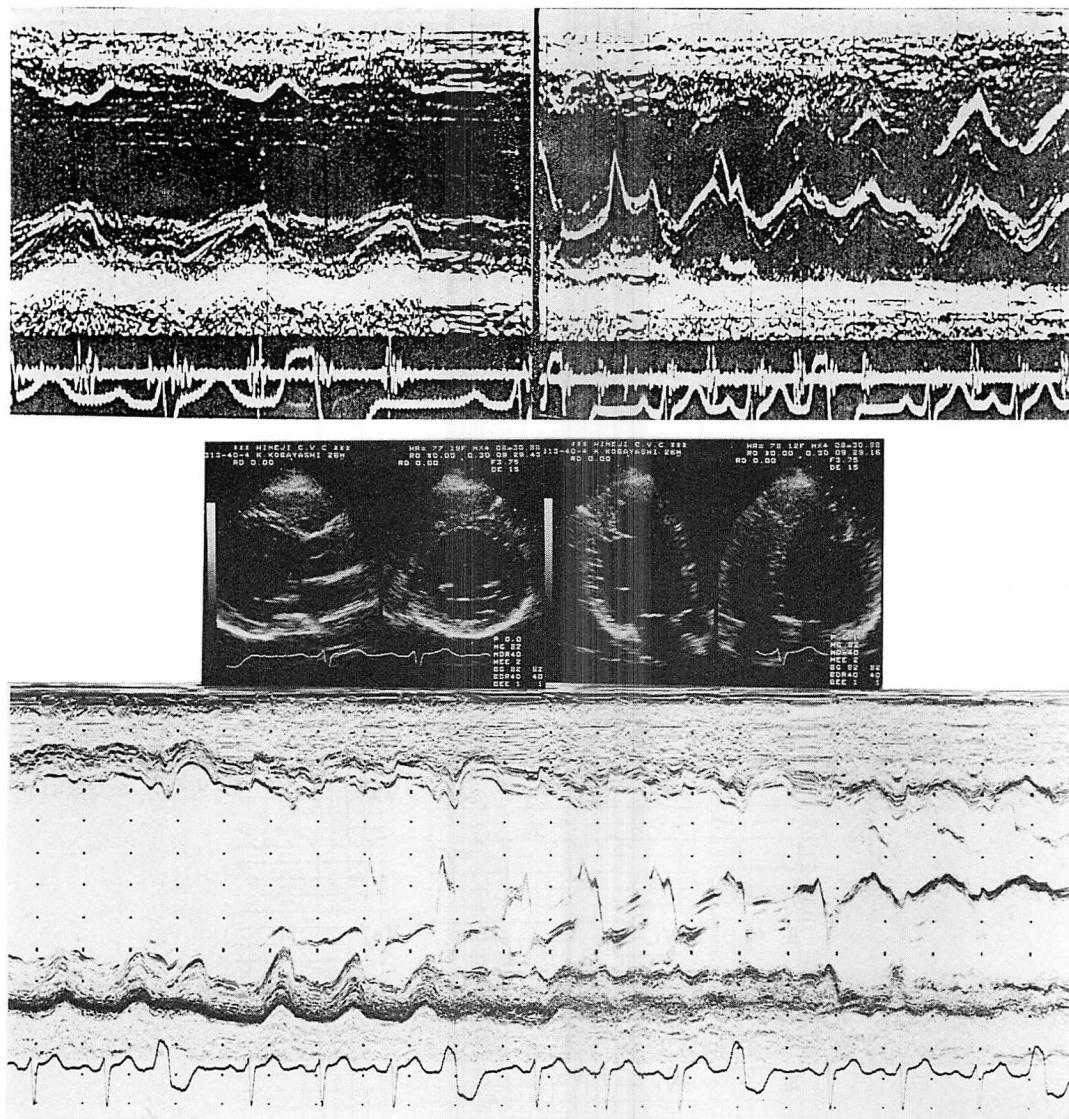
Serial echocardiograms (Case 1).
